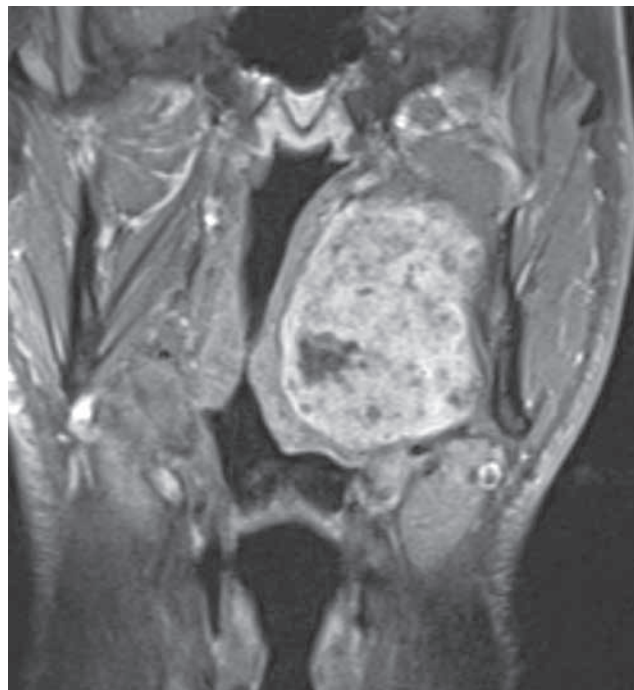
RMN, secuencia T1: corte coronal.
